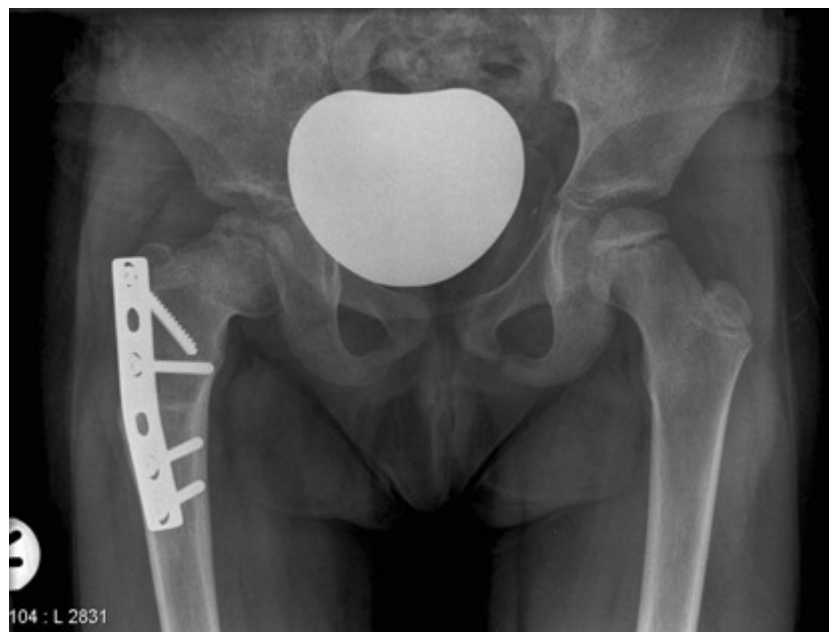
Radiografia pós-operatória em 3 meses
